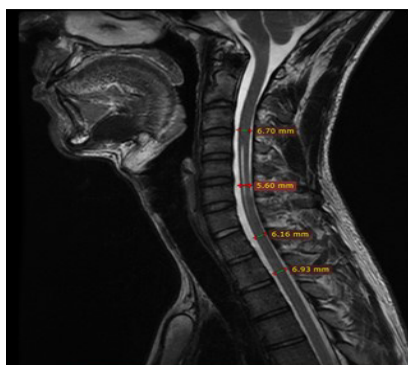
На МРТ шейного отдела позвоночника: в сагиттальных срезах отмечается атрофия, а также гиперинтенсивный сигнал Т2 режиме, наиболее представленная в переднем отделе спинного мозга. Передне-задний размер спинного мозга на уровнях С4-С6 позвонков сравнительно меньше
